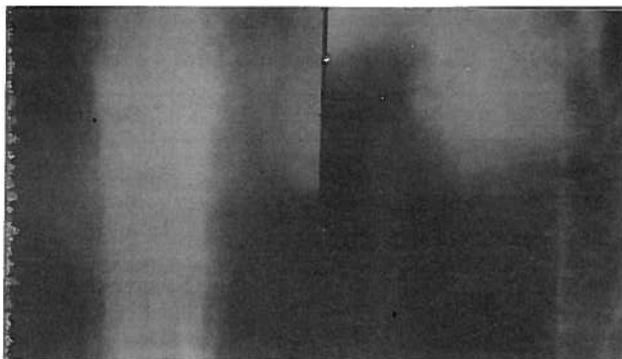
Radiografia da coluna vertebral de um doente com tuberculose óssea, podendo observar-se a destruição do corpo vertebral.
